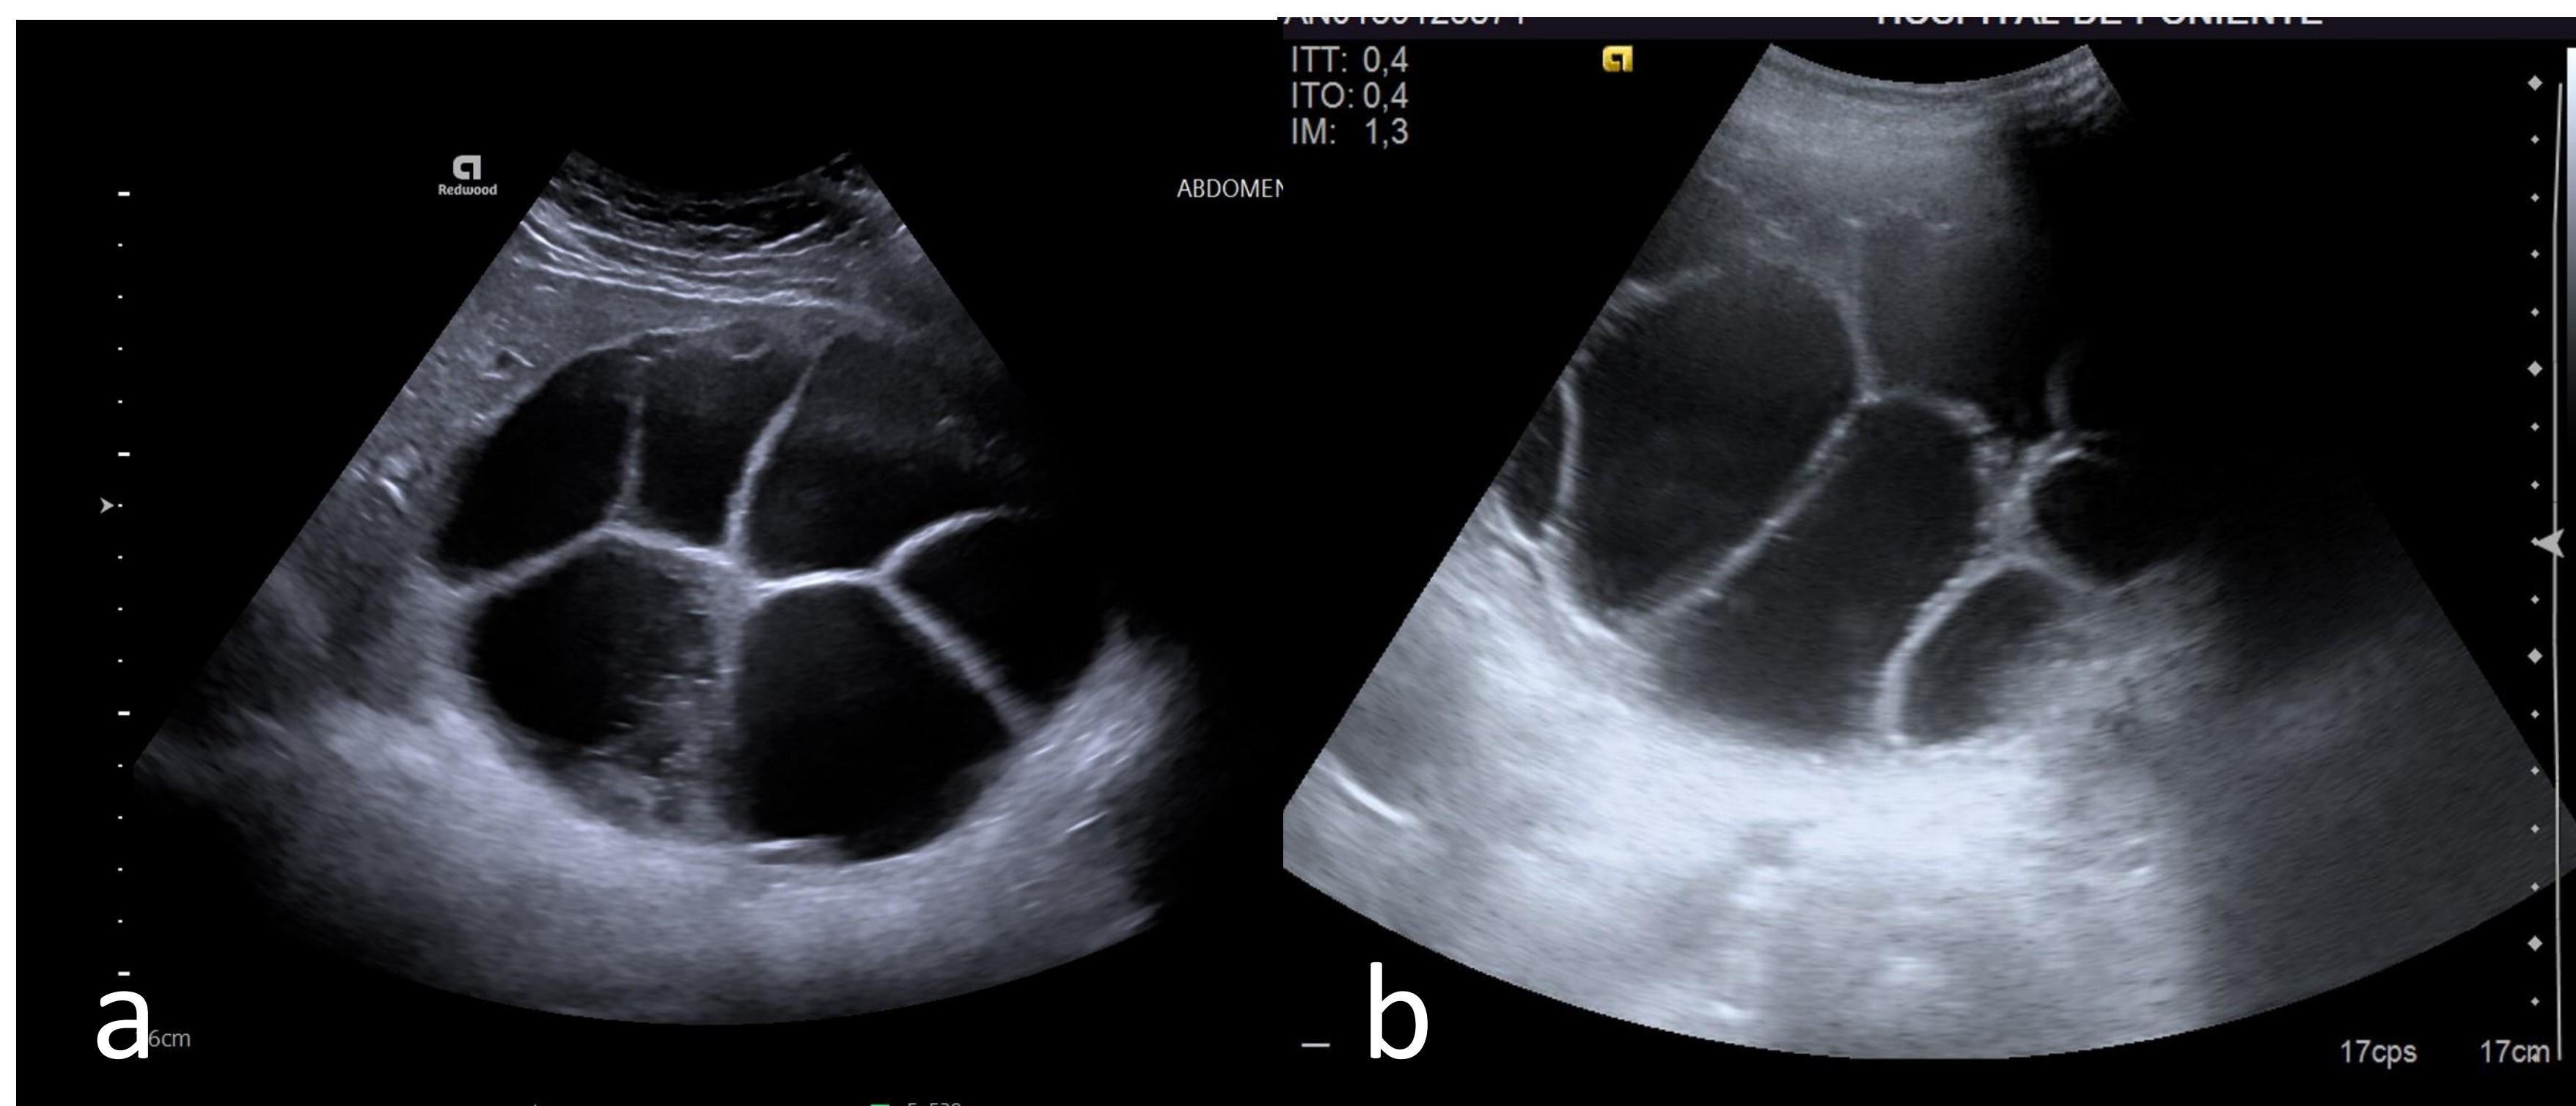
Quiste CE2. a) y b) Ecografía abdominal objetivando lesión quística multiseptada con presencia de vesículas hijas, adquiriendo aspecto en rueda dentada o en roseta, localizada en lóbulo hepático izquierdo.
